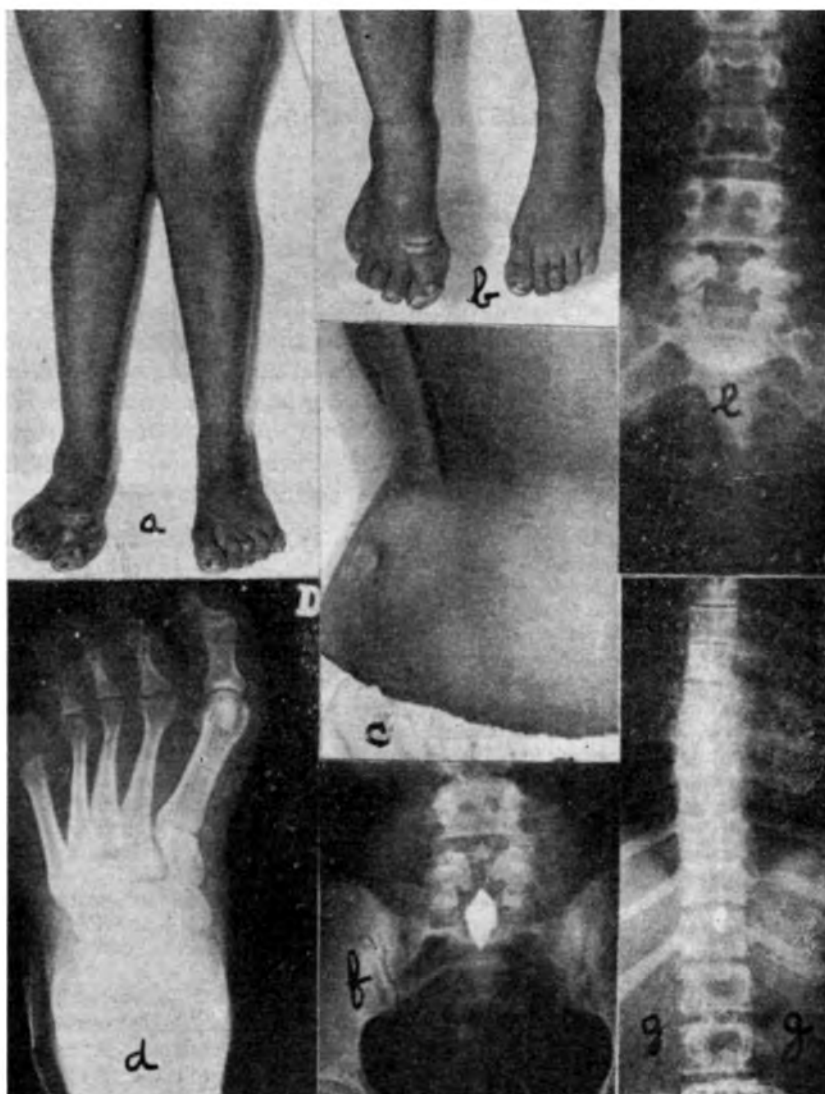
Caso V. R. O. Em *a* e *b*, genu valgum e deformações no pé esquerdo. Em *c*, tumor lipomatoso na região sacra. Em *d*, radiografia do pé direito, mostrando deformações ósseas, ausência do 5.º artelho e das últimas falanges dos 3.º e 4.º artelhos. Em *e*, *f* e *g*, radiografias da coluna vertebral, simples e contrastadas, mostrando espinha bífida de L₅ e S₁, e aracnoidite espinal difusa.
